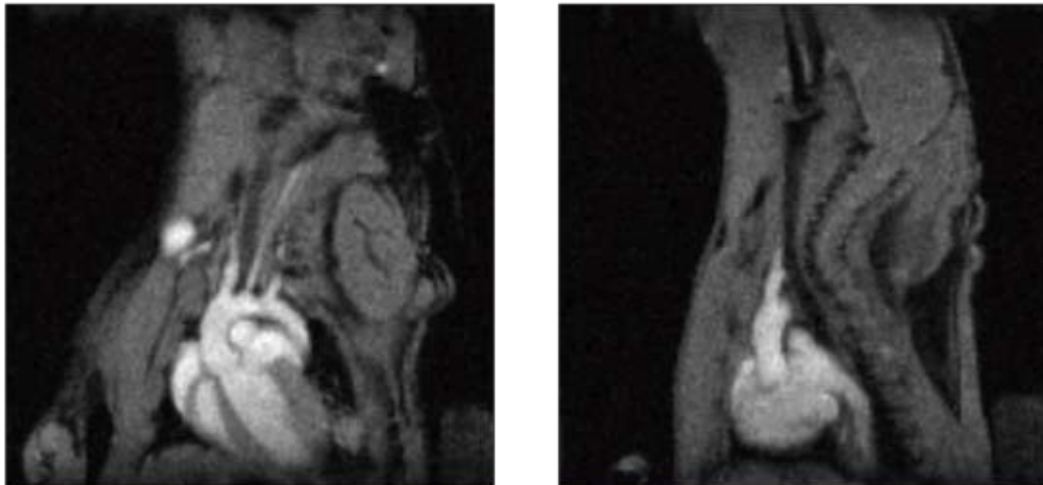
Darstellungen eines Herzens der Maus in vivo mittels 7 Tesla Kleintier MRT-Systems.
